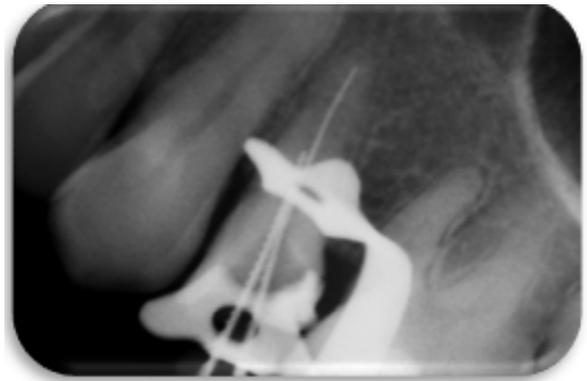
Radiografía de conductometría de la pieza 24
